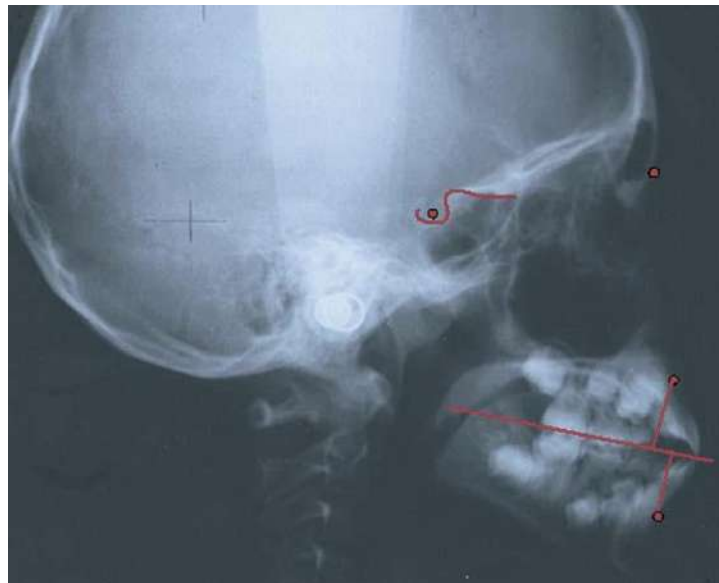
Cambios en el crecimiento horizontal de maxilar y mandíbula entre radiografía pos tratamiento y la radiografía de seguimiento se determinaron mediante la localización de un punto A y el punto B en la primera radiografía. Plano oclusal (O) fue construido utilizando cúspide mesiovestibular de molares superiores y el borde incisal de los incisivos superiores como puntos de referencia. Las líneas de AO y BO fueron construidas mediante la conexión de los puntos A y B perpendicular al plano oclusal.
